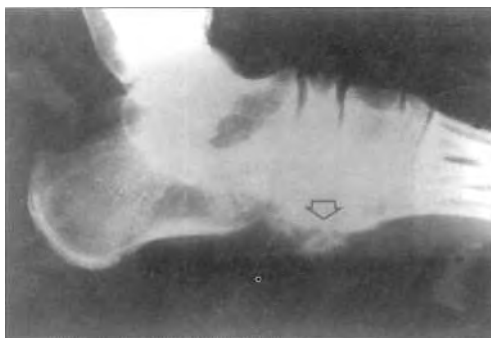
Radiografía lateral del pie. Osteocondroma de tarso (flecha).
